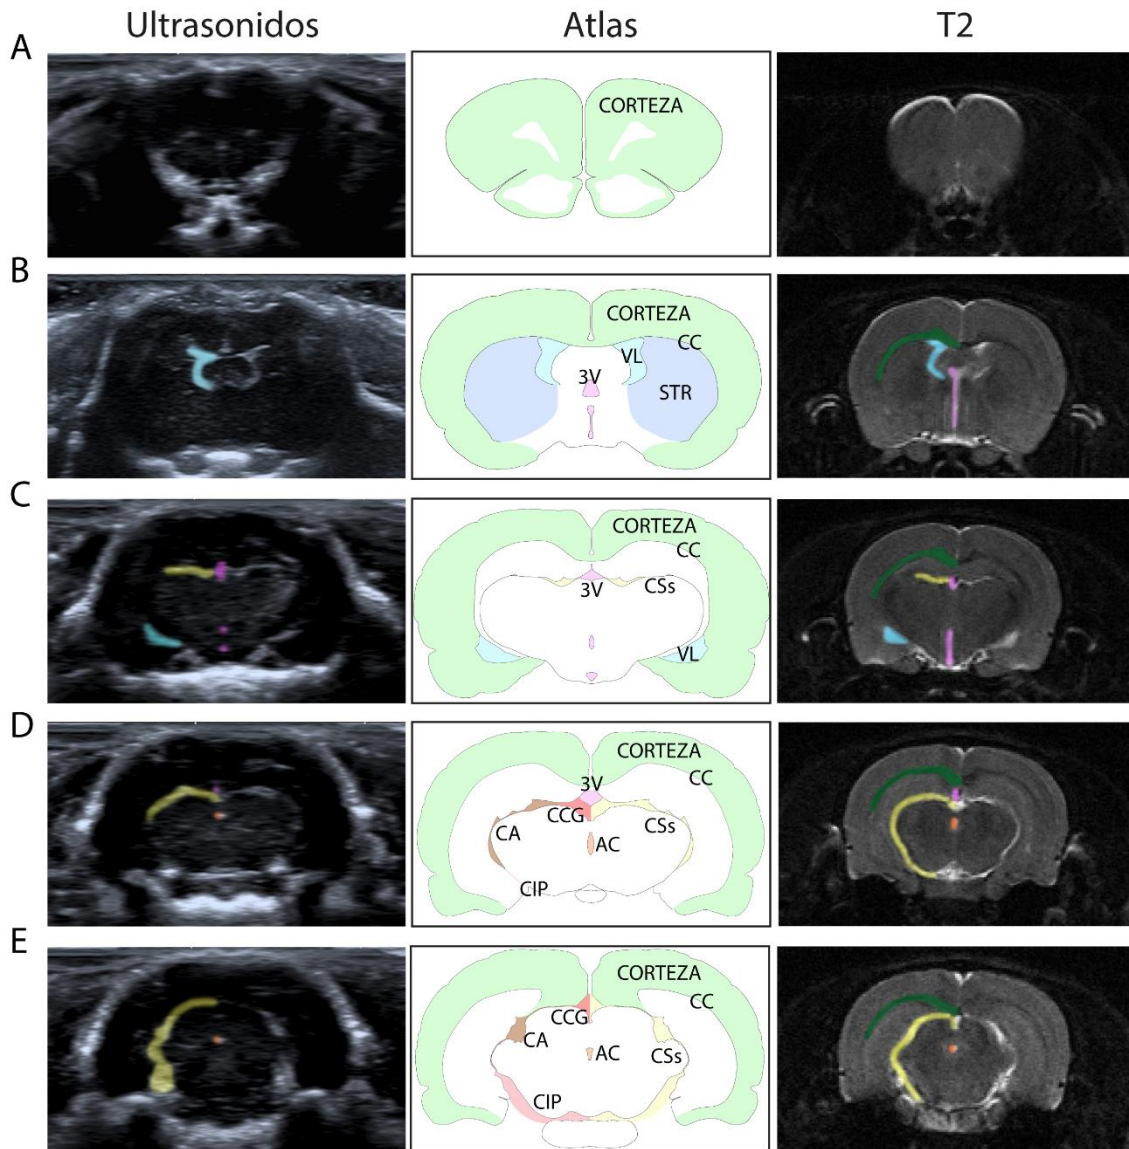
Estructuras cerebrales por ultrasonidos a través de la craneotomía total, por un atlas anatómico y por RM (imágenes T2) observadas alrededor de + 4,20 mm (A), - 0,48 mm (B), - 3,48 mm (C), - 5,04 mm (D) y - 6,72 mm (E). Las diferentes secciones fueron coloreadas de la siguiente forma: corteza (verde), cuerpo calloso (verde oscuro), ventrículos laterales (azul), estriado (azul oscuro), tercer ventrículo (morado), cisternas subaracnoideas (amarillo), acueducto cerebral (naranja). La cisterna cuadrigeminal (rojo) comunica con las cisternas ambiens (marrón) e interpeduncular (rosa) en la parte cerebral posterior. Abreviaturas: 3V: tercer ventrículo; AC: acueducto cerebral; CA: cisterna ambiens; CC: cuerpo calloso; CCG: cisterna cuadrigeminal; CSs: cisternas subaracnoideas; CIP: cisterna interpeduncular; STR: estriado; VL: ventrículo lateral.
